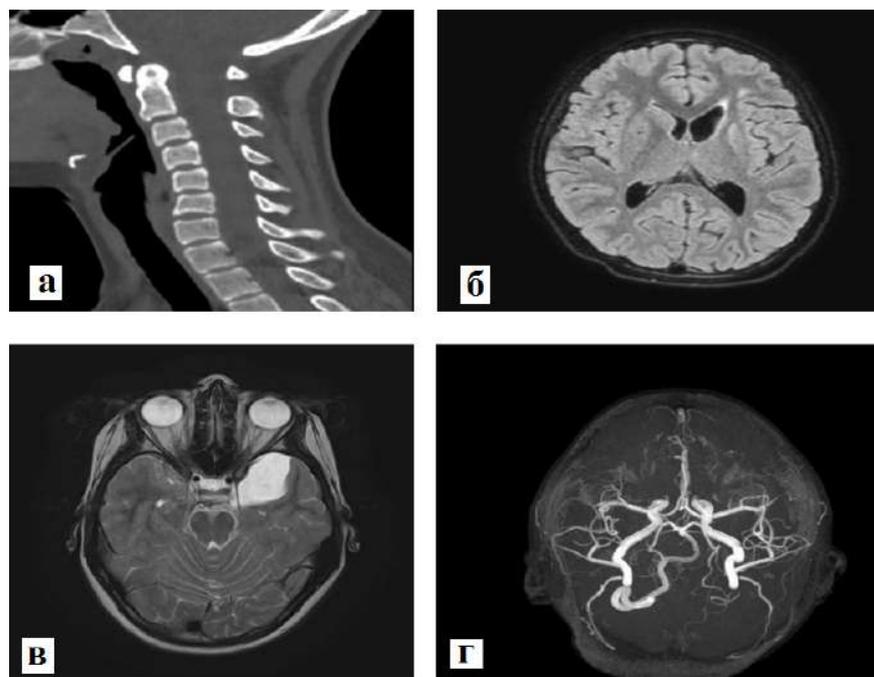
Комплексный анализ лучевой картины структур головного мозга и шейного отдела позвоночника у девочки 10 лет: а – МСКТ шейного отдела позвоночника (нарушение статической функции); б – МР-изображение структур головного мозга, аксиальный срез, режим Flair (в левой лобной доле, перивентрикулярно очаг, гиперинтенсивного МР-сигнала – резидуальный очаг); асимметричное расширение внутренних ликворных пространств, умеренное расширение наружных ликворных пространств); в – МР-изображение структур головного мозга, аксиальный срез, режим T2 ВИ – арахноидальная киста верхнего полюса левой височной доли; г – МР-ангиорежим интракраниальных сосудов – асимметрия кровотока по позвоночным артериям (извитой ход правой позвоночной артерии, отсутствие кровотока по левой позвоночной артерии)
